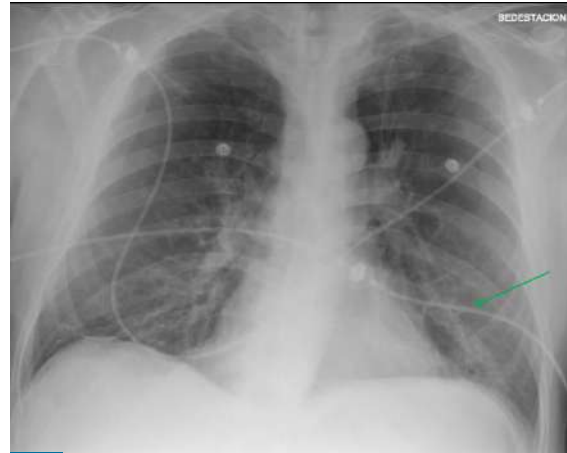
Radiografía de Tórax PA en paciente con infección por SARS-CoV-2.
